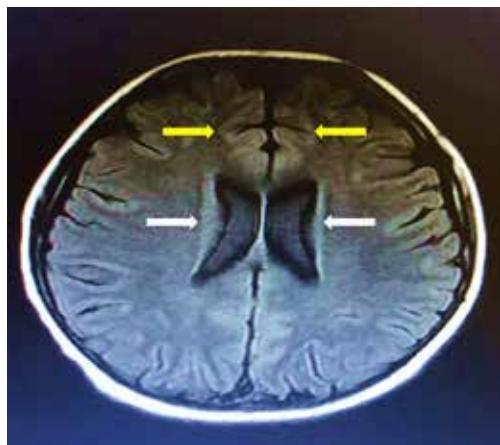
Resonancia magnética cerebral T2-FLAIR. Se muestra hiperintensidad en T2-FLAIR de ganglios basales (flechas blancas) y corteza frontal (flechas amarillas).
